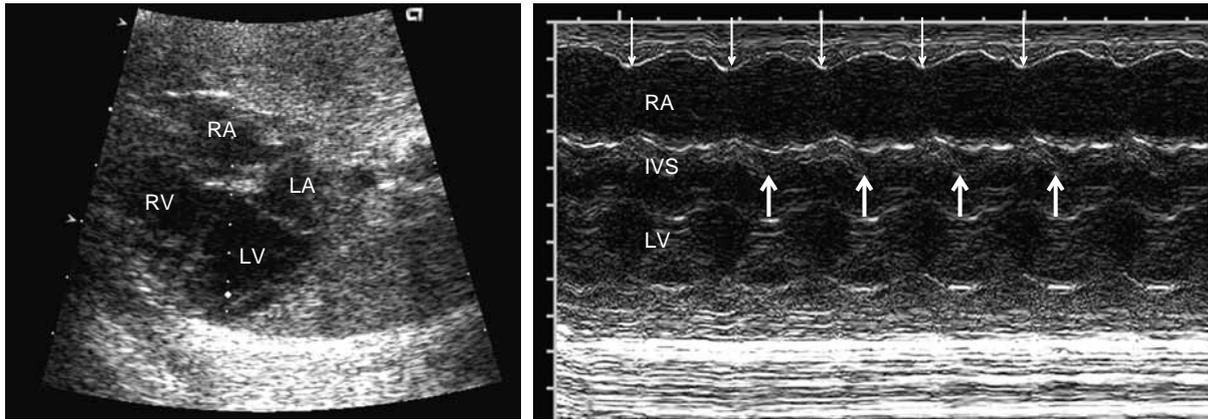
A Mモードエコーによる不整脈解析法：四腔断面とMモードカーソルを心房後壁と心室を通過するように設定する方法。
